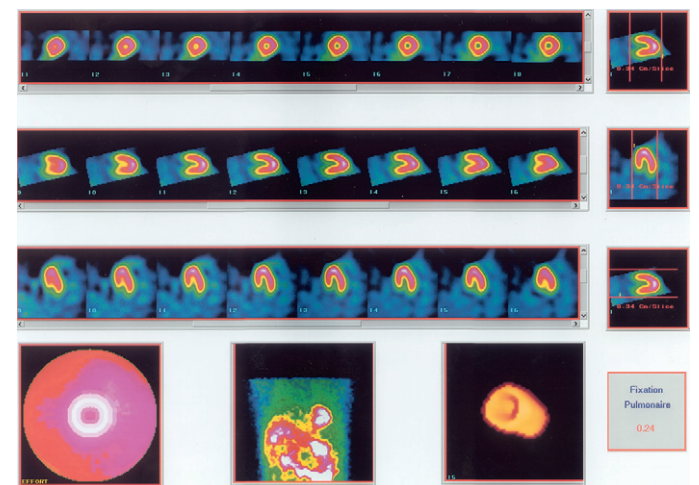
Patiente de 55 ans adressée pour exploration de douleurs thoraciques atypiques; électrocardiogramme d'effort maximal douteux. Images scintigraphiques normales. Index de fixation pulmonaire normal.
